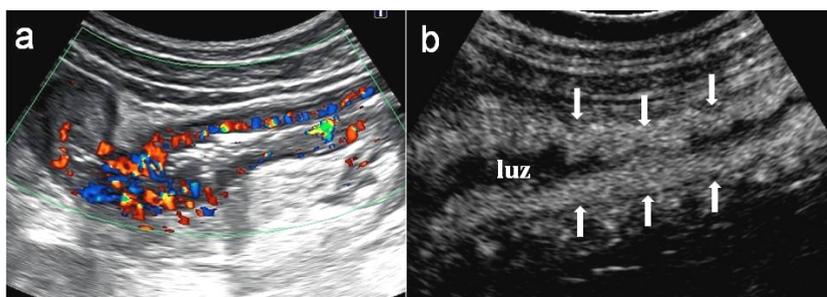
Ecografía Doppler color y con contraste ecográfico en paciente con EC. Mujer de 29 años con EC con criterios clínicos de actividad. a) Ecografía Doppler color mostrando un asa de íleon con marcada hiperemia en la pared. b) Ecografía con contraste mostrando realce homogéneo y completo de la pared del íleon indicando actividad inflamatoria. Las flechas señalan las paredes del asa, por fuera de la luz.
